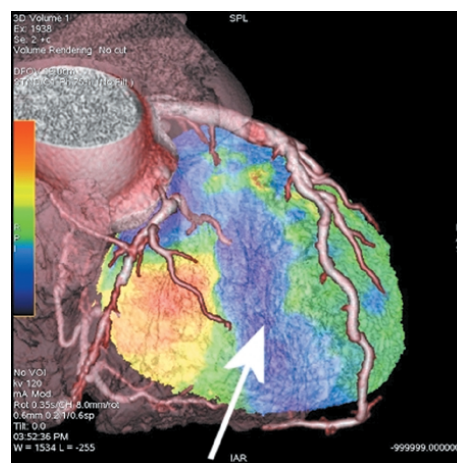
Immagine mediante tomografia computerizzata multidetettore associata a tomografia ad emissione di positroni con evidenza di ischemia inducibile durante stimolo farmacologico (freccia).
